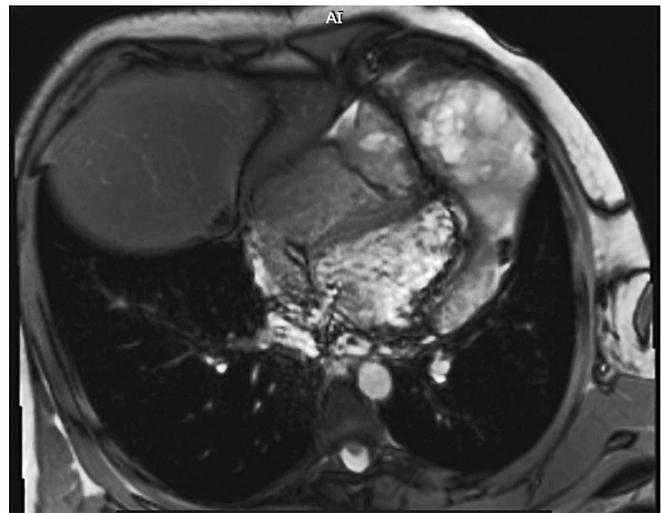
Новообразование сердца на МРТ сердца у пациента У., 17 лет
